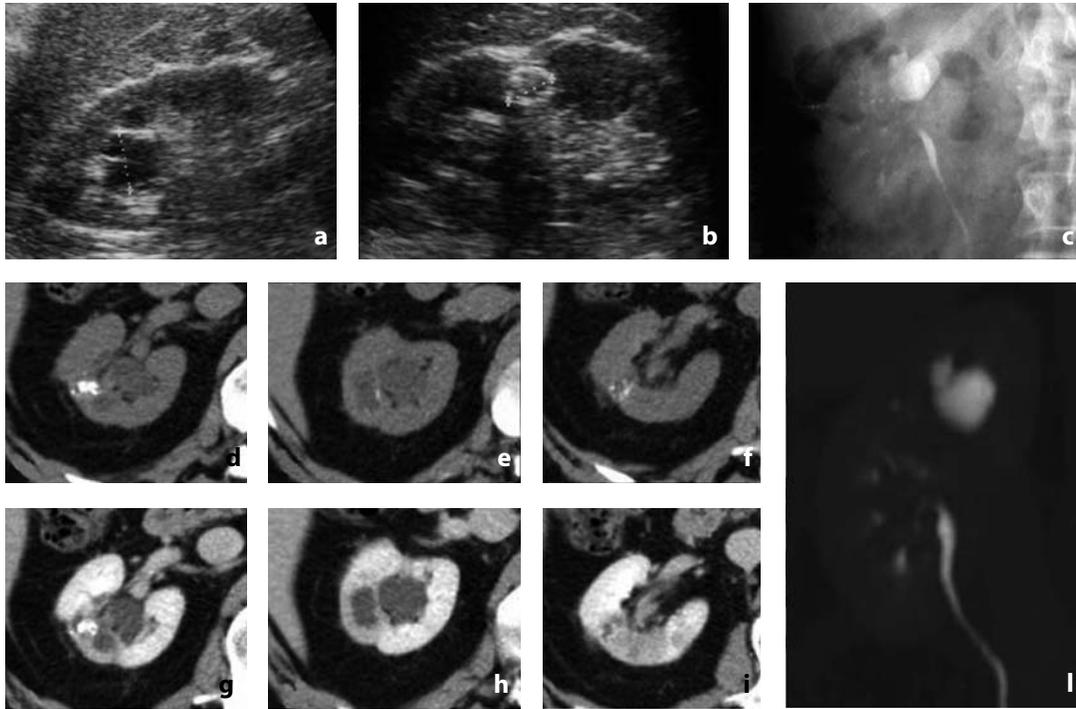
Ecografia, urografia e TC senza e con mdc. Tuberculosis renale. a All'esame ecografico area ipoecogena bilobata verosimilmente liquida al recesso sinusale superiore e b nodulo calcifico associato a retrazione parenchimale al terzo medio del rene, senza segni di idronefrosi. c All'urografia immagine cavitaria al recesso sinusale superiore, corrispondente al quadro ecografico, e stenosi dei calici maggiori e del bacinetto. d-f La TC nelle scansioni dirette documenta riduzione dello spessore parenchimale al terzo medio-superiore del rene associato alla presenza di calcificazioni parenchimali e di aree ipodense nel contesto del parenchima. g-i Negli stessi piani dopo iniezione di mdc si riconoscono cavitazioni a livello parenchimale. l Nella ricostruzione coronale delle immagini acquisite in fase urografica si evidenzia l'amputazione del calice del gruppo superiore con caverna a monte
